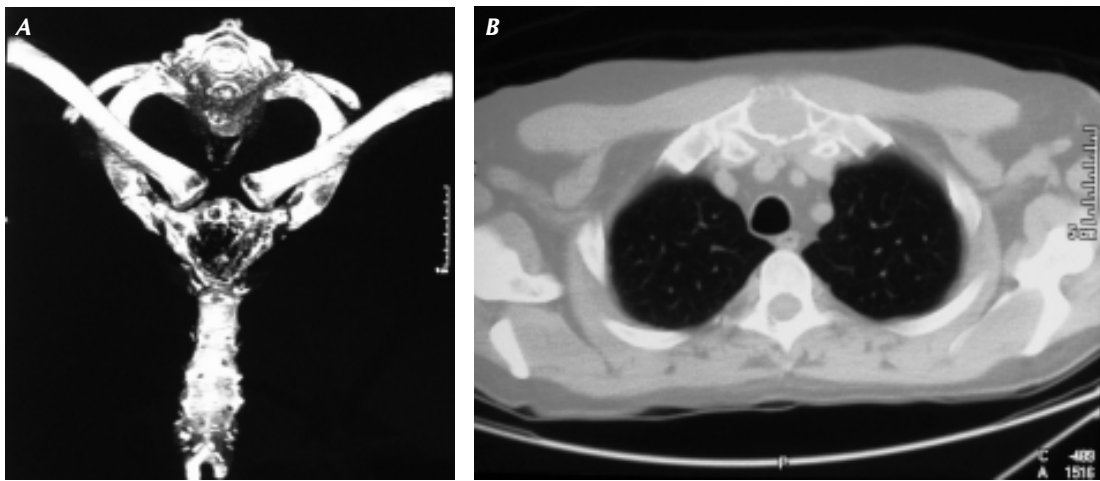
Tomografía axial computarizada que demuestra la lesión tumoral esternal.
